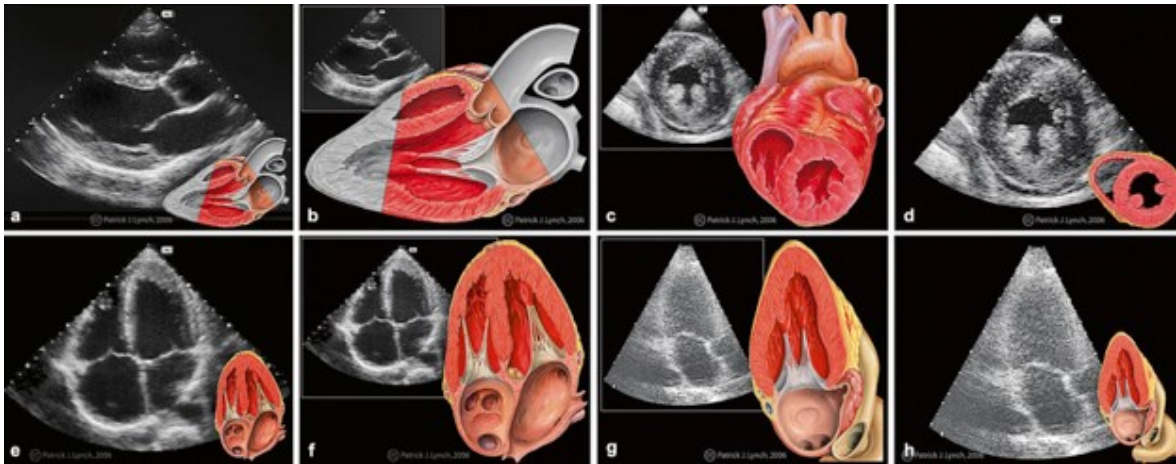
Einstellungen in der transthorakalen Echokardiographie³²
